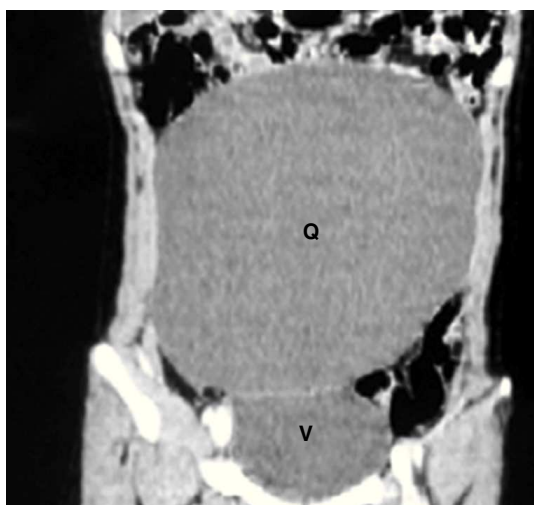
Tomografía computarizada abdominal que muestra la formación quística (Q) que ocupa gran parte del abdomen. Reconstrucción coronal. Se observa el desplazamiento lateral de asas.
